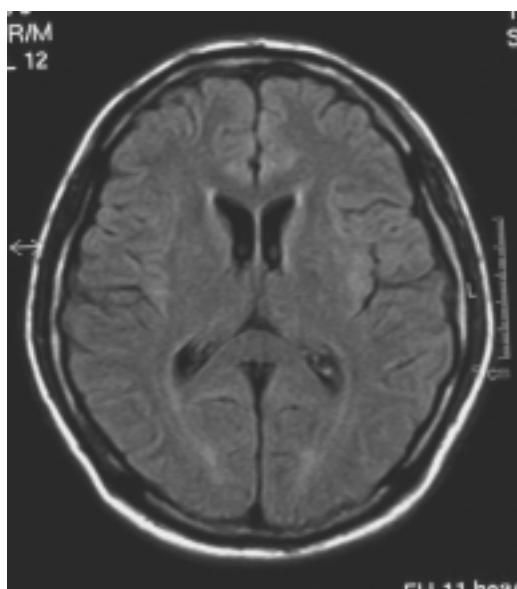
治療9日目の頭部MRI(FLAIR): 治療前に比べ著しく改善している
